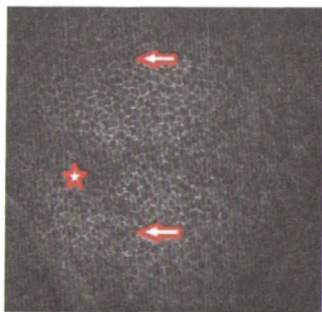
Лазерная сканирующая томограмма базальных клеток переднего эпителия: выраженный полиморфизм клеток (указана стрелкой), нечеткость или расширение границ между ними (указана звездочкой), снижение их плотности.
